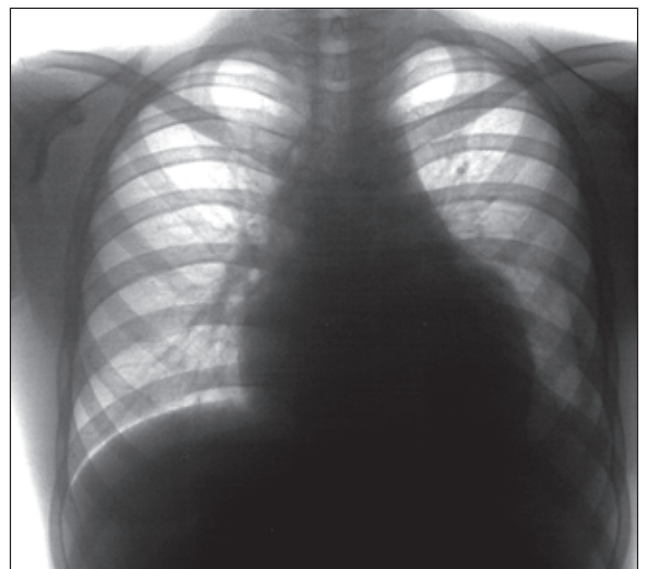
Рентгенограма органів грудної клітки хворого (9-та доба захворювання)
